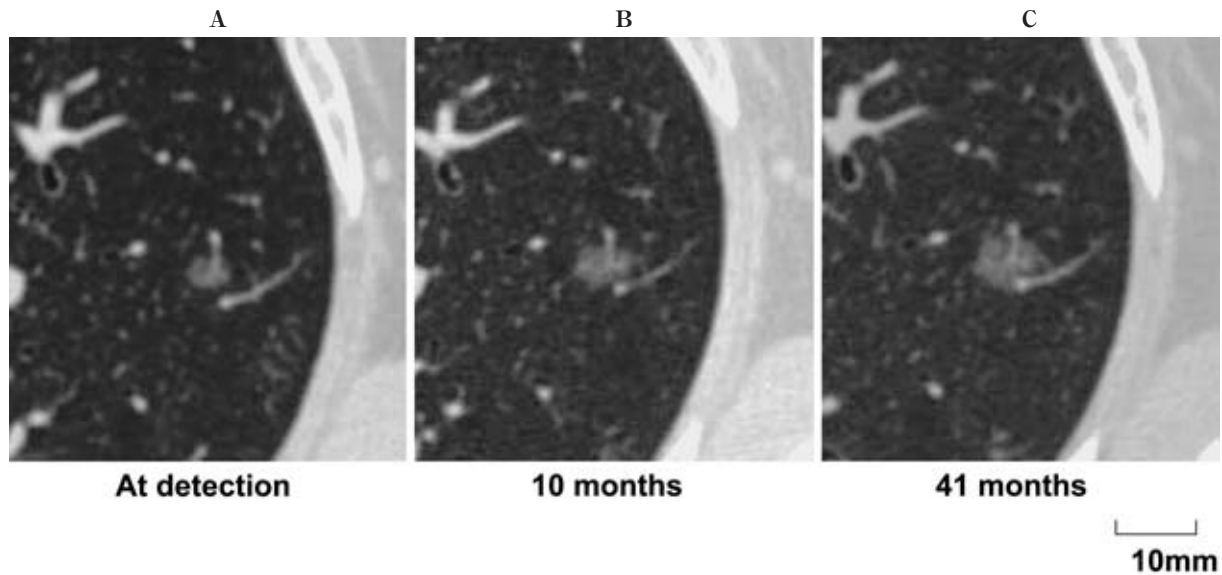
TSCT images of Case 3. A. TSCT images of larger GGOs in the left upper lobe measuring 7 mm in diameter at detection. B. Slight enlargement was observed on TSCT after 10 months. C. The lesion measured 12 mm on the final CT after 41 months of follow-up. TDT of the lesion was 288 days.
